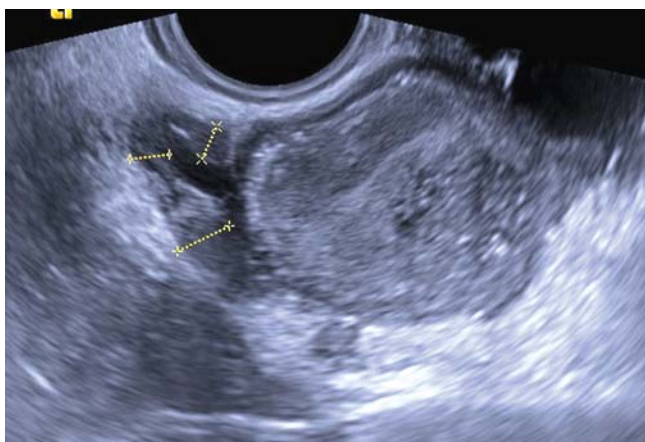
Ультразвуковая томограмма малого таза: определяются множественные образования по брюшине.
